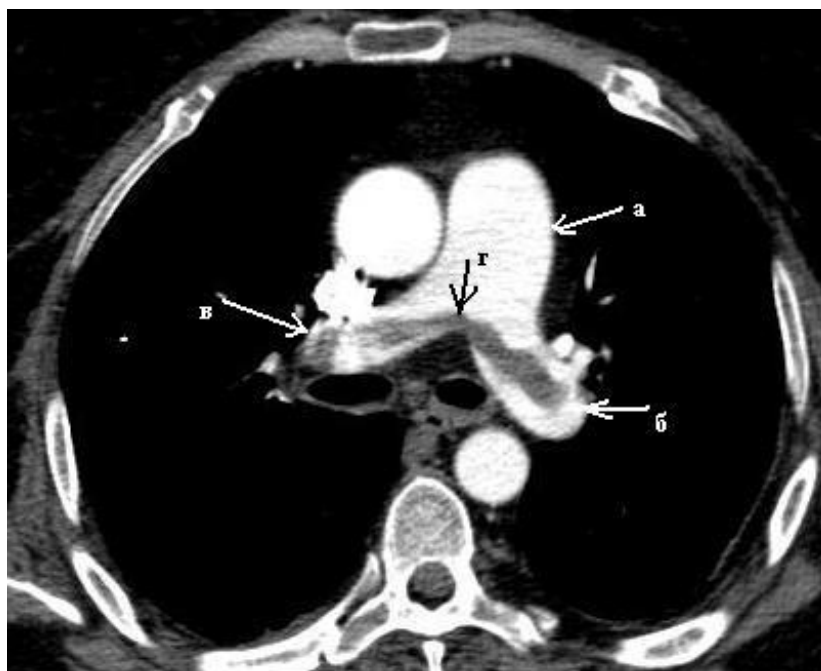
№3.7. КТ-ангиопульмонография: ТЭЛА с поражением правой и левой главных легочных артериях.
